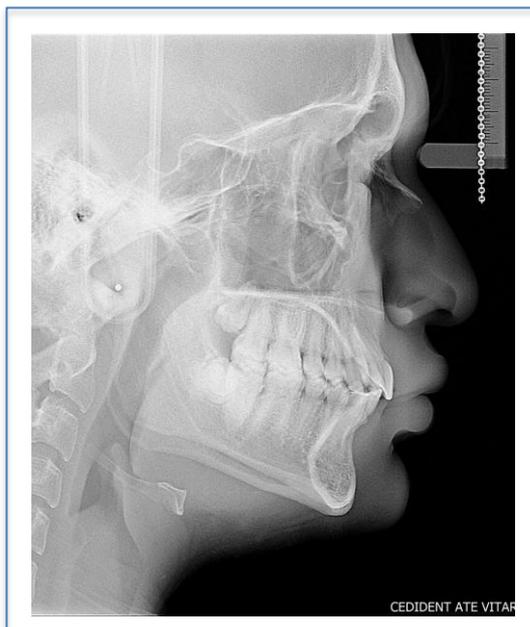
Radiografía cefalométrica final
